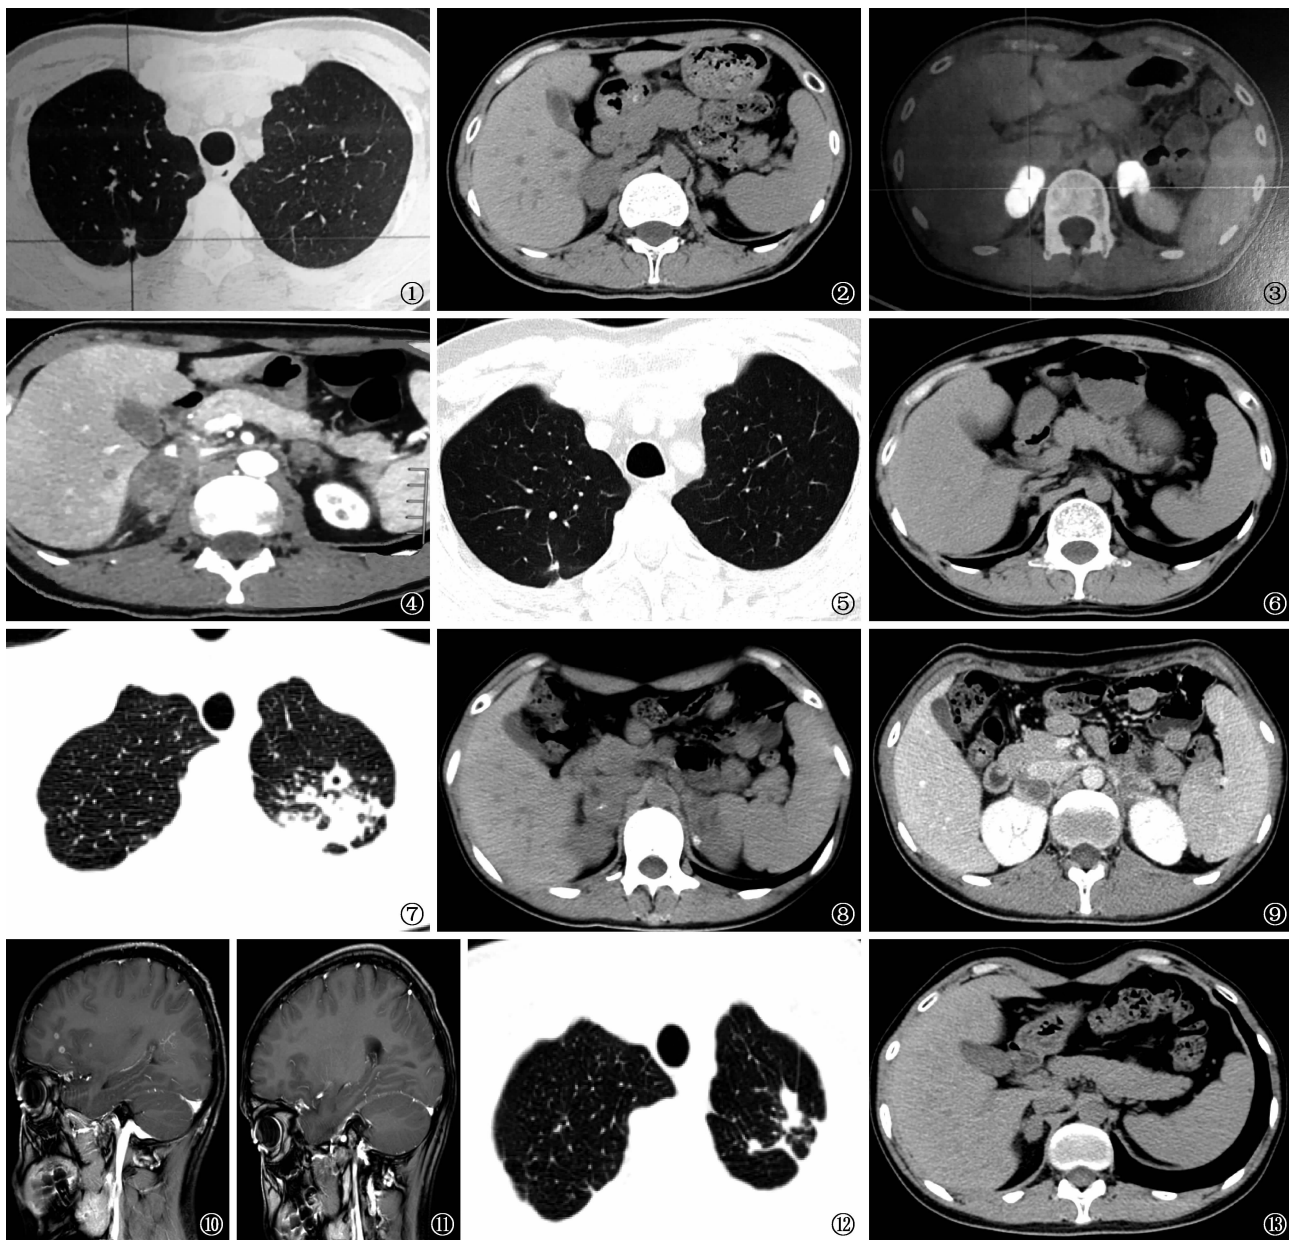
~6 例 1 患者,男,37 岁。临床诊断为肺结核(右上肺)、右肾上腺结核、Addison 病。图 1 为胸部 CT 平扫,示右上肺结节(2018 年 6 月 20 日);图 2 为腹部 CT 平扫,示右肾上腺肿块,左肾上腺增粗(2018 年 6 月 20 日);图 3 为双侧肾上腺 PET-CT 扫描,示双侧肾上腺结节,结节内伴坏死,代谢明显异常增高(2018 年 6 月 30 日);图 4 为肾上腺 CT 增强扫描,示左肾上腺增粗,右侧肾上腺可见肿块影及环形强化(2018 年 7 月 12 日);图 5 为胸部 CT 复查,示右上肺增殖结节(2019 年 7 月 20 日);图 6 为肾上腺 CT 复查,示双侧肾上腺较治疗前明显缩小(2019 年 7 月 20 日) 图 7~13 例 2 患者,男,27 岁。临床诊断为肺结核、结核性脑炎、双侧肾上腺结核、Addison 病。图 7 为胸部 CT 平扫,示双上肺斑片状影(2018 年 5 月 24 日);图 8 为肾上腺 CT 平扫,示双肾上腺肿块,内见钙化(2018 年 6 月 16 日);图 9 为肾上腺 CT 增强扫描,示肾上腺呈不均匀强化及环形强化(2018 年 6 月 16 日);图 10 为头部 MR 增强扫描,示颅内多发环形强化影(2018 年 6 月 16 日);图 11 为头部 MR 增强扫描复查,示原颅内多发环形强化影基本吸收(2019 年 7 月 2 日);图 12 为胸部 CT 平扫复查,示双上肺病变明显吸收(2019 年 7 月 2 日);图 13 为肾上腺 CT 平扫复查,示双肾上腺肿块明显缩小(2019 年 7 月 2 日)
